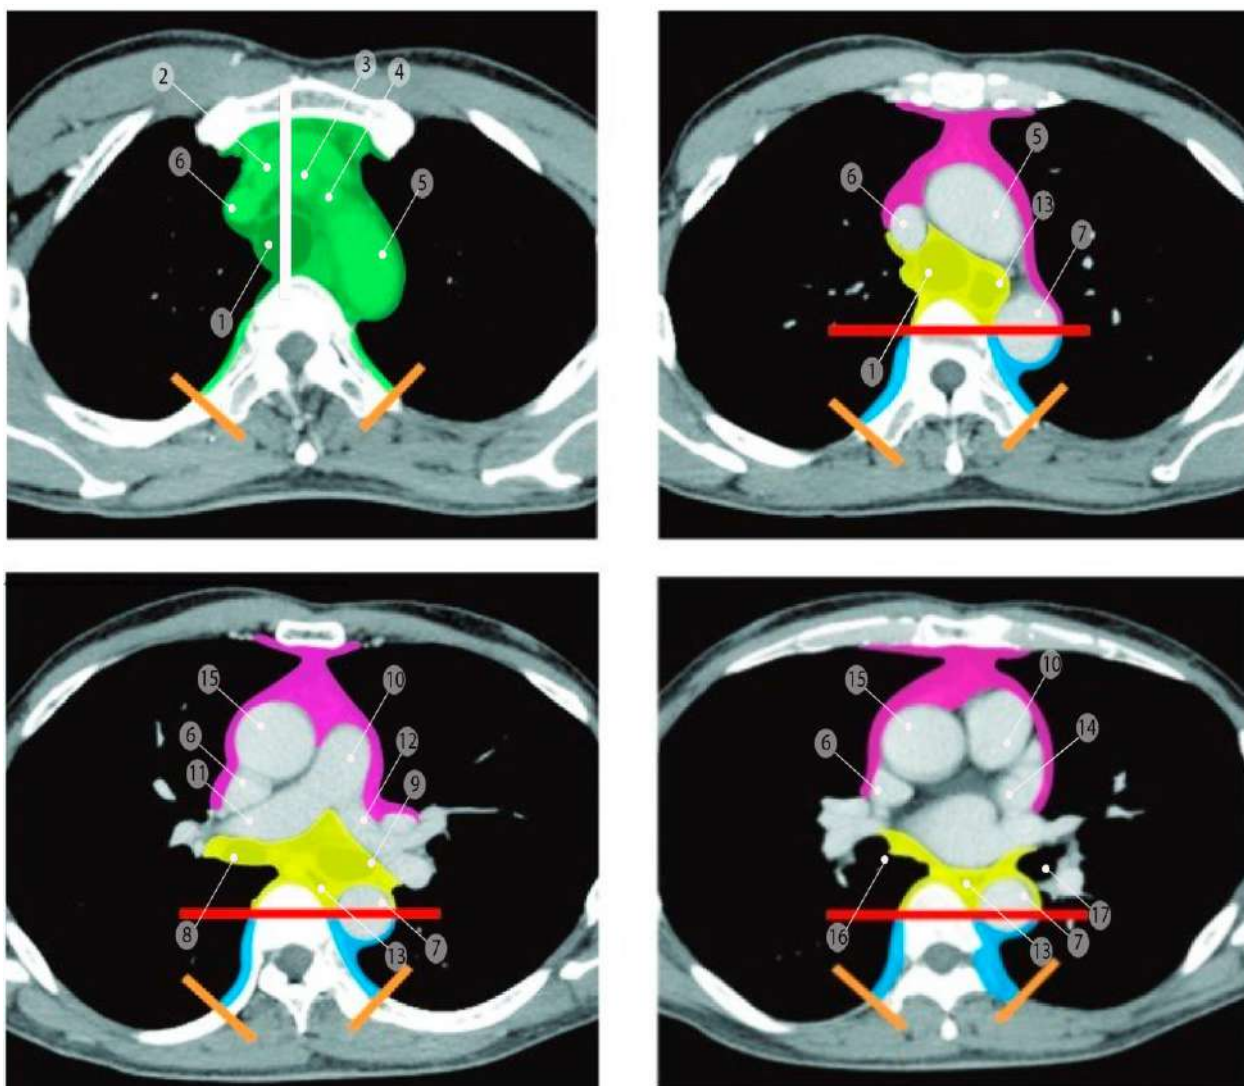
Рисунок А.20 – Границы отделов нижнего средостения по классификации JART [166]. Компьютерные томограммы на разных уровнях в аксиальной проекции. Белой линией указана срединная линия трахеи, через которую проходит горизонтальная плоскость, являющаяся нижней границей верхнего средостения. Красной линией – граница между средним и задним отделами, оранжевыми линиями – заднелатеральная граница заднего отдела. Зелёным цветом обозначено верхнее-, фиолетовым – переднее-, жёлтым – среднее-, голубым – заднее средостение. 1 – трахея; 2 – левая плечеголовная вена; 3 – плечеголовной артериальный ствол; 4 – левая общая сонная артерия; 5 – дуга аорты; 6 – верхняя полая вена; 7 – нисходящий отдел аорты; 8 – правый главный бронх, 9 – левый главный бронх, 10 – общий ствол легочной артерии; 11 – правая лёгочная артерия; 12 – левая легочная артерия; 13 – пищевод, 14 – левое предсердие, 15 – восходящая часть дуги аорты, 16 – промежуточный бронх, 17 – нижнедолевой бронх
